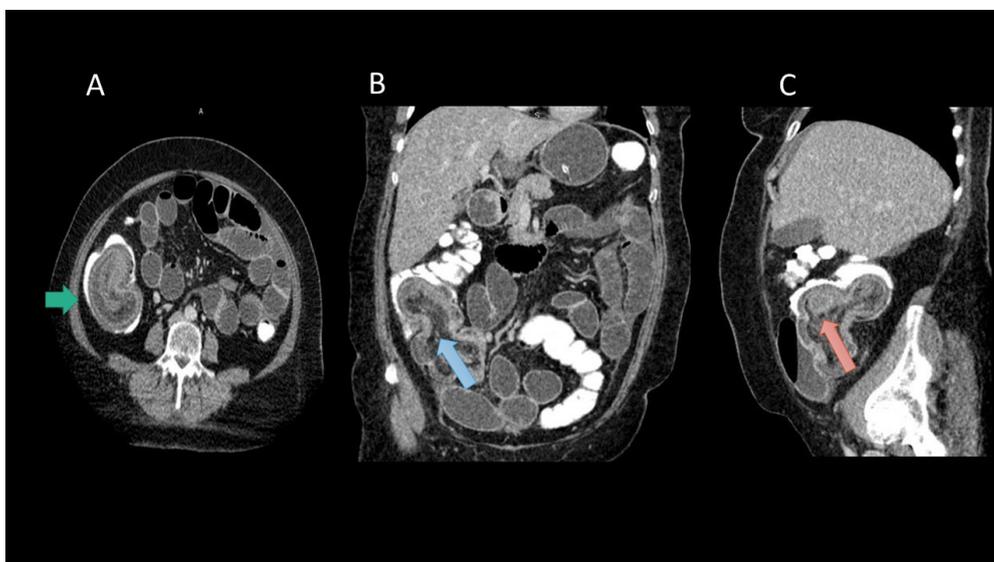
Tomografía computarizada simple y contrastada de abdomen. Se observa asas de intestino delgado distendidas con líquido, el colon presenta contraste intraluminal se aprecia intususcepción íleo-cólica. A) Vista axial muestra el signo de la diana (flecha verde), característico de intususcepción intestinal B) vista coronal, se muestra la dirección de ingreso del íleon dentro del colon (flecha azul). C) Vista sagital se observa pólipo intestinal. (flecha roja)
